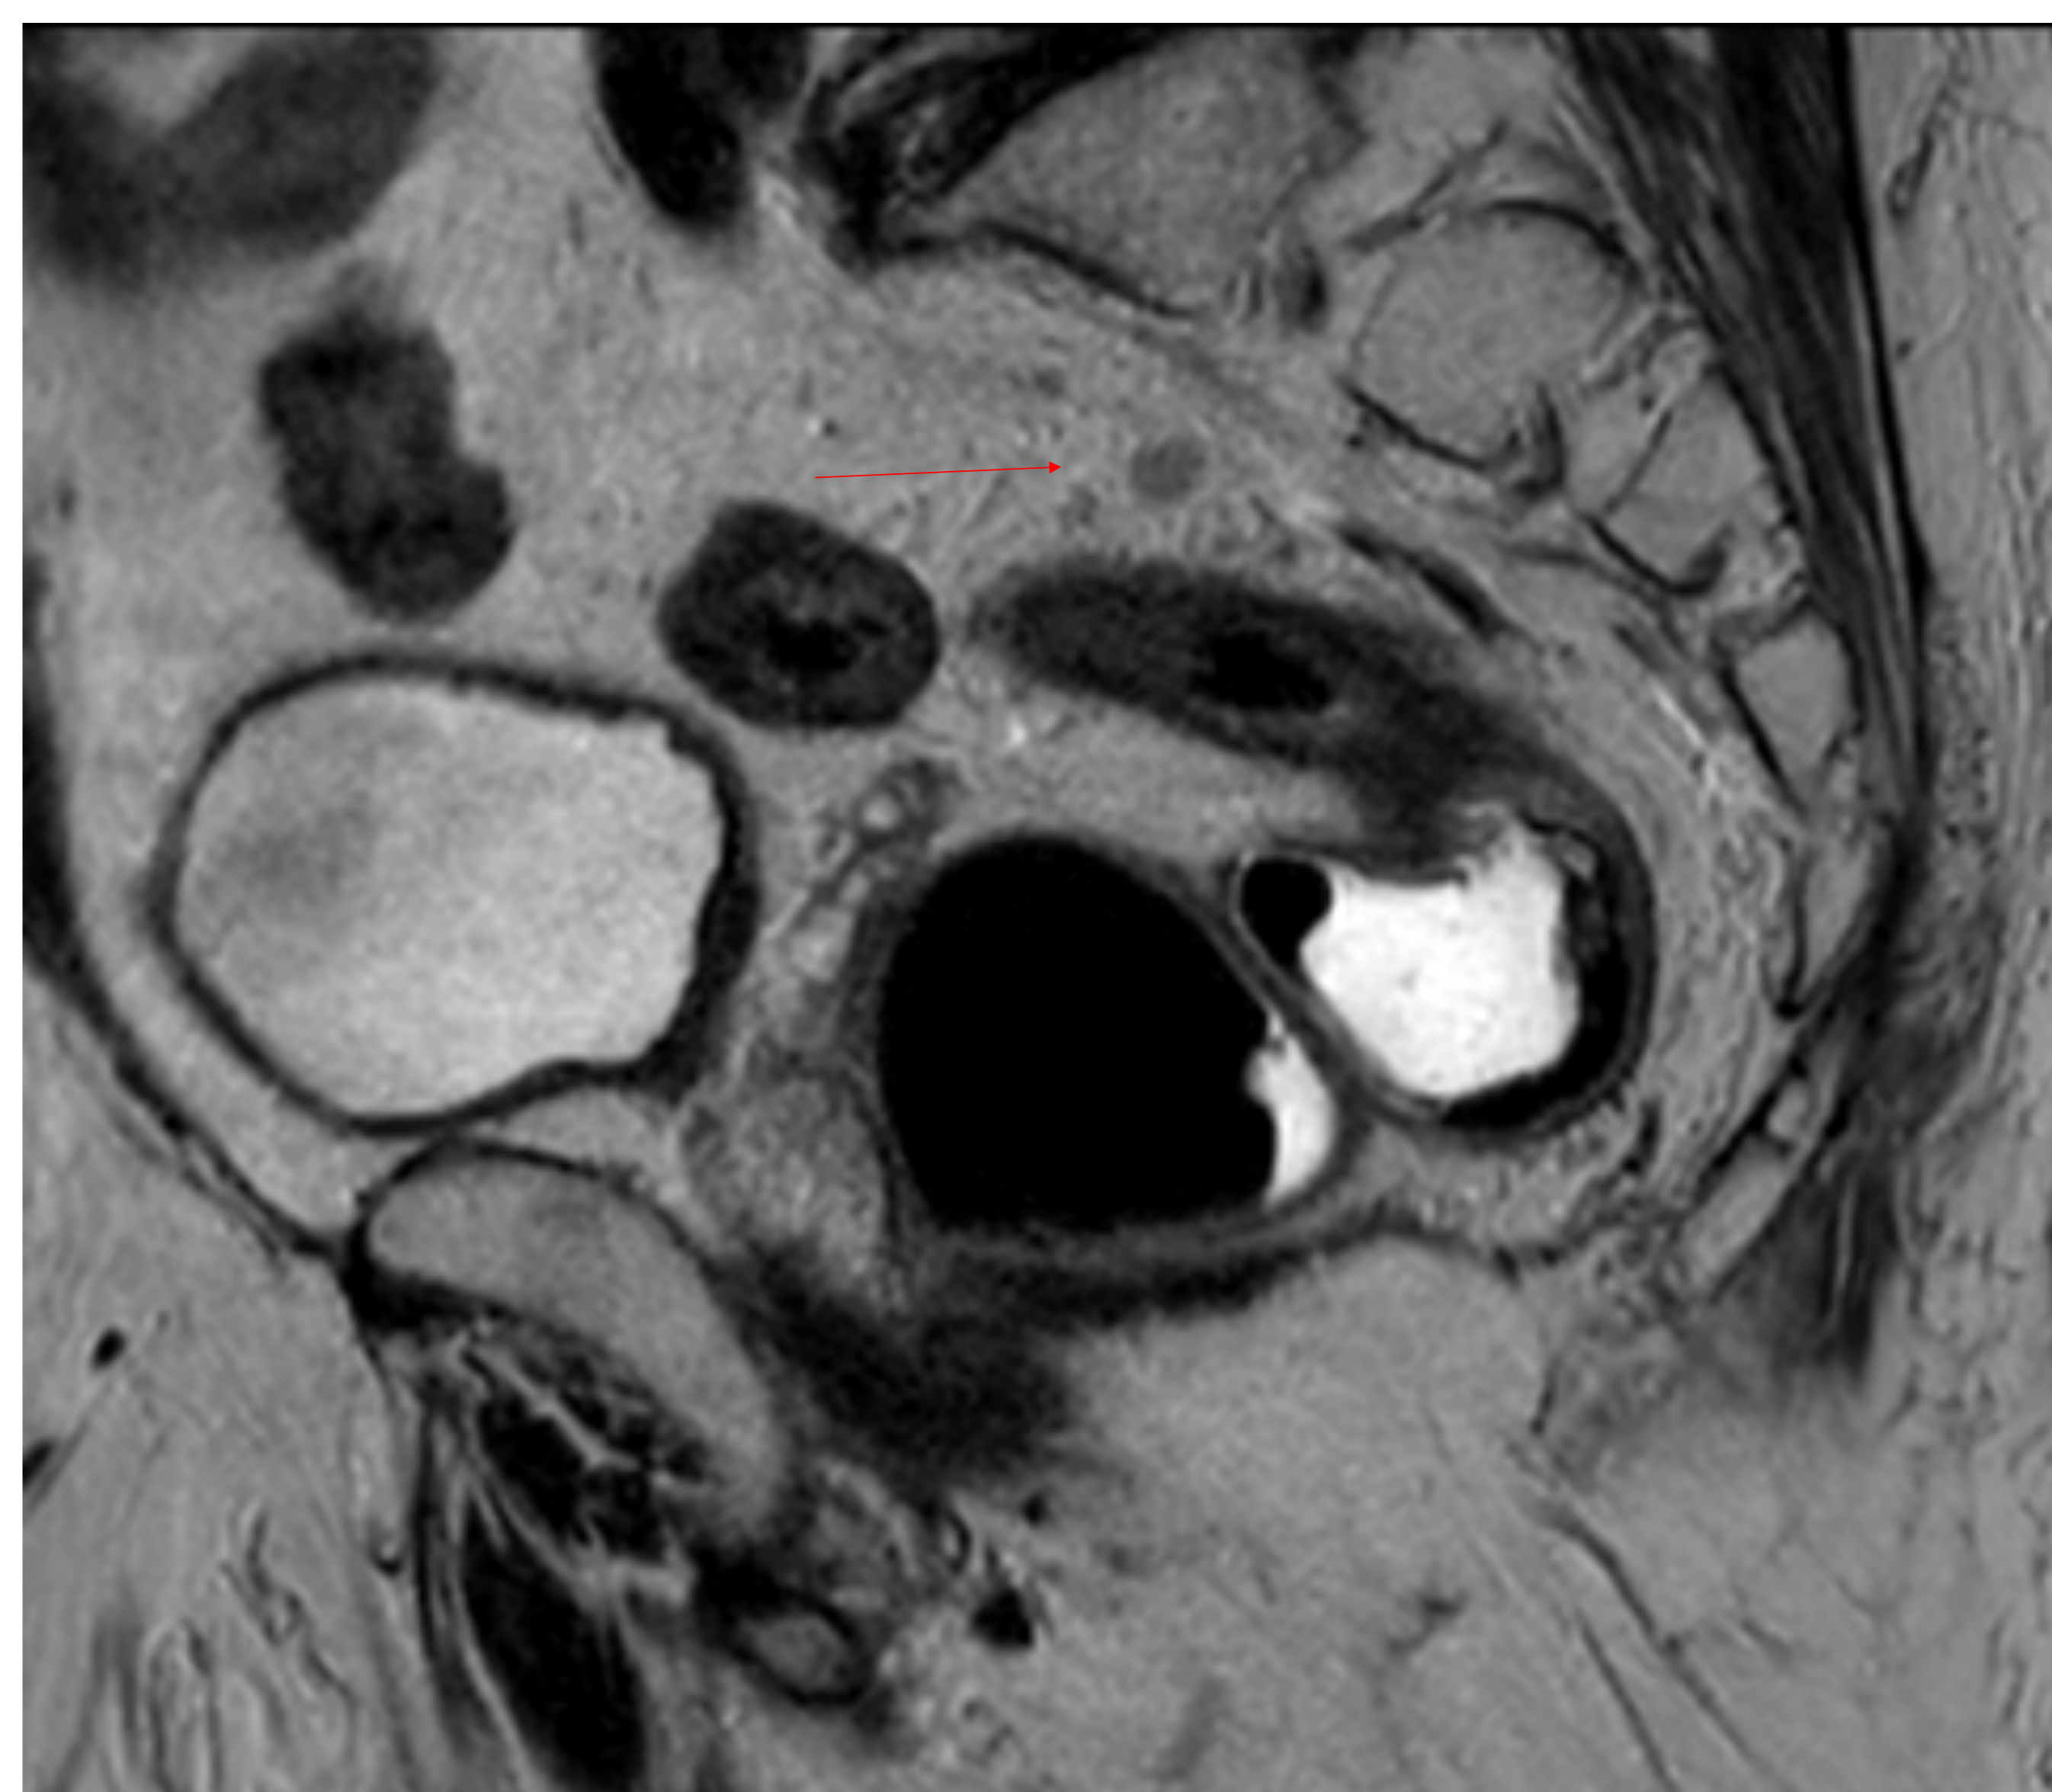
Adenopatía mesorrectal. RM pélvica, corte sagital T2. Varón de 76 años con neoplasia en recto medio, se realiza RM para reestadificación tras tratamiento neoadyuvante. Se observa adenopatía de 6 mm en mesorrecto (flecha roja).
